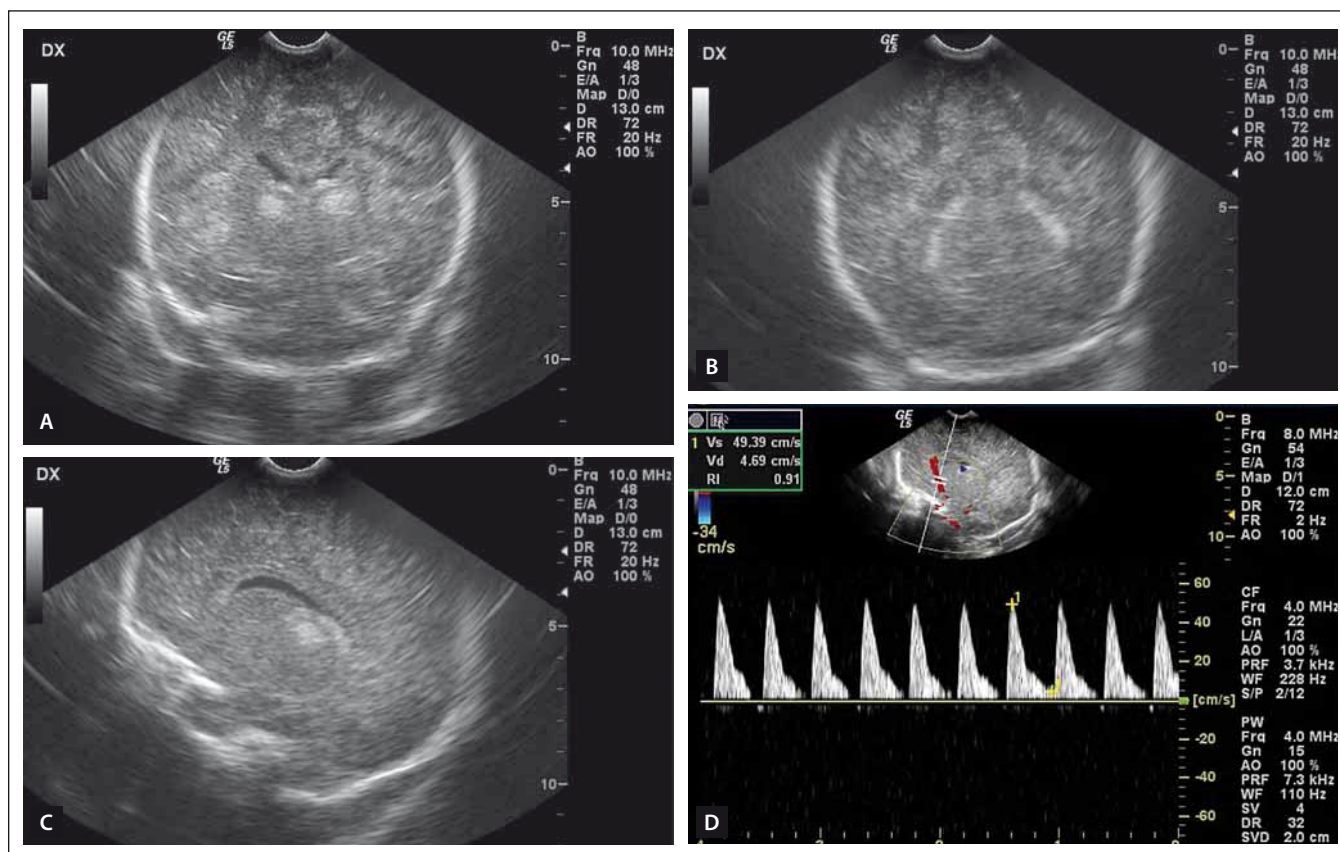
Duplexní dopplerovské UZ vyšetření mozku donošeného novorozence (chlapec, gestační stáří 41 + 0), sagitální rovina.
